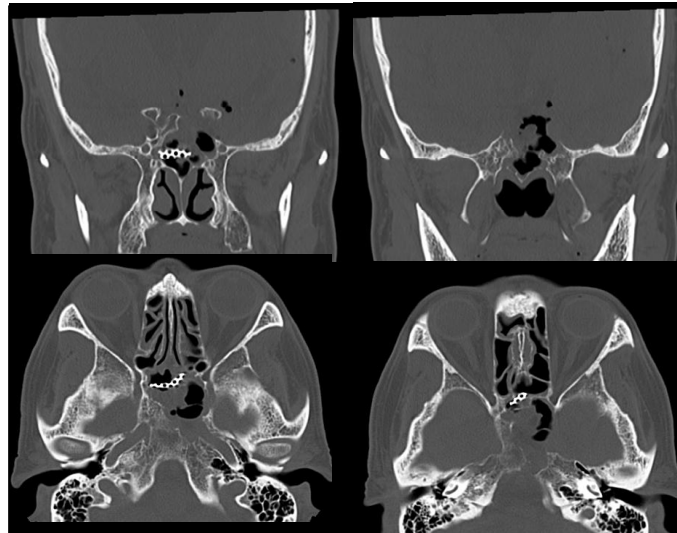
Computed tomography after first surgery showing the CSF pathway on the left side of titanium plate.
